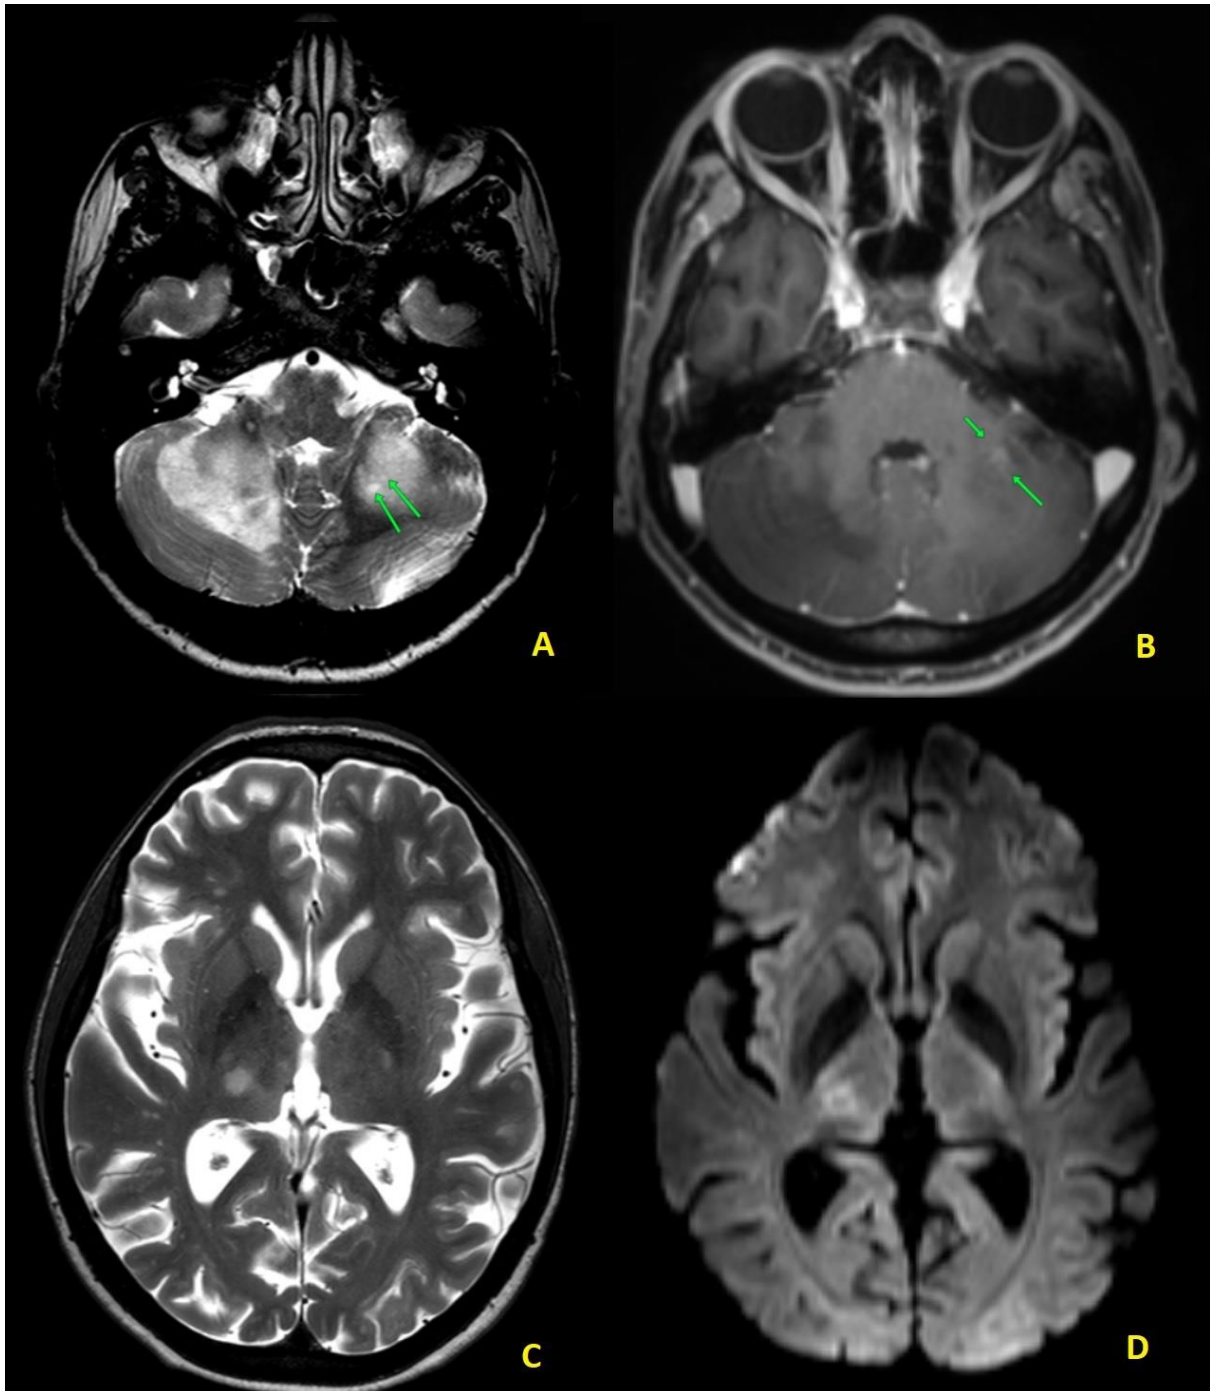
Sexo feminino, PCR negativo para o JC no LCR. Lesões confluentes nos pedúnculos e hemisférios cerebelares com prolongamento T2 (A) e focos de realce pós-contraste salpicado em meio às lesões (B). Em meio à lesão na ponderação T2 observam-se pontos de alta intensidade de sinal (milky way, setas em A). Também se observa lesão no tálamo direito com sinal alto na ponderação T2 (C) e hipersinal DWI na periferia (D).
